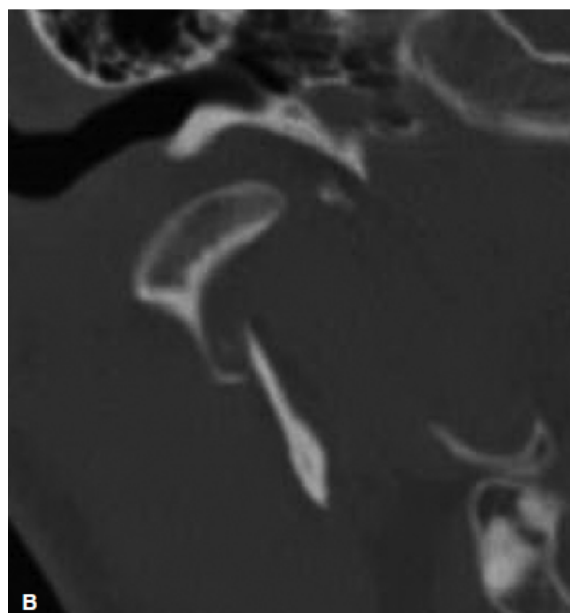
A Fratura do colo do côndilo, como observada na posição de boca fechada na tomografia computadorizada coronariana. B. Fratura do colo do côndilo observada na tomografia axial.
